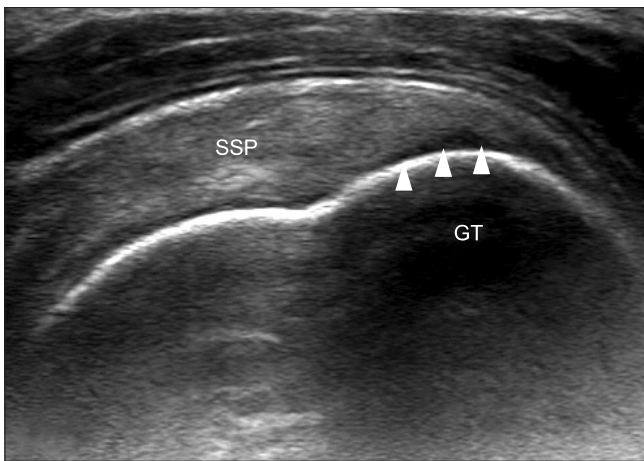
Long axis ultrasonography image of the supraspinatus tendon shows a focal hypoechoic area (arrowheads) due to anisotropic artifact. GT, greater tuberosity; SSP, supraspinatus tendon.
